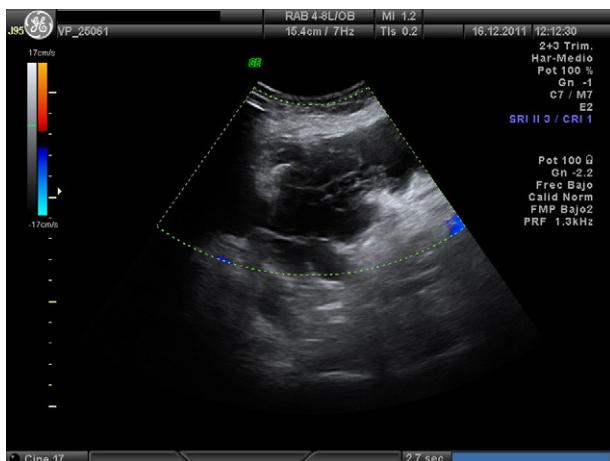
Imagen ecográfica previa al alta donde se sigue manteniendo Doppler negativo.
